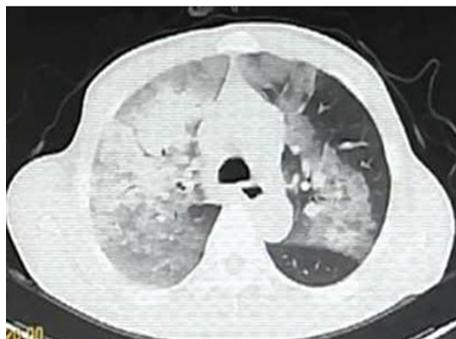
该患者 2018 年 1 月 2 日胸部 CT
